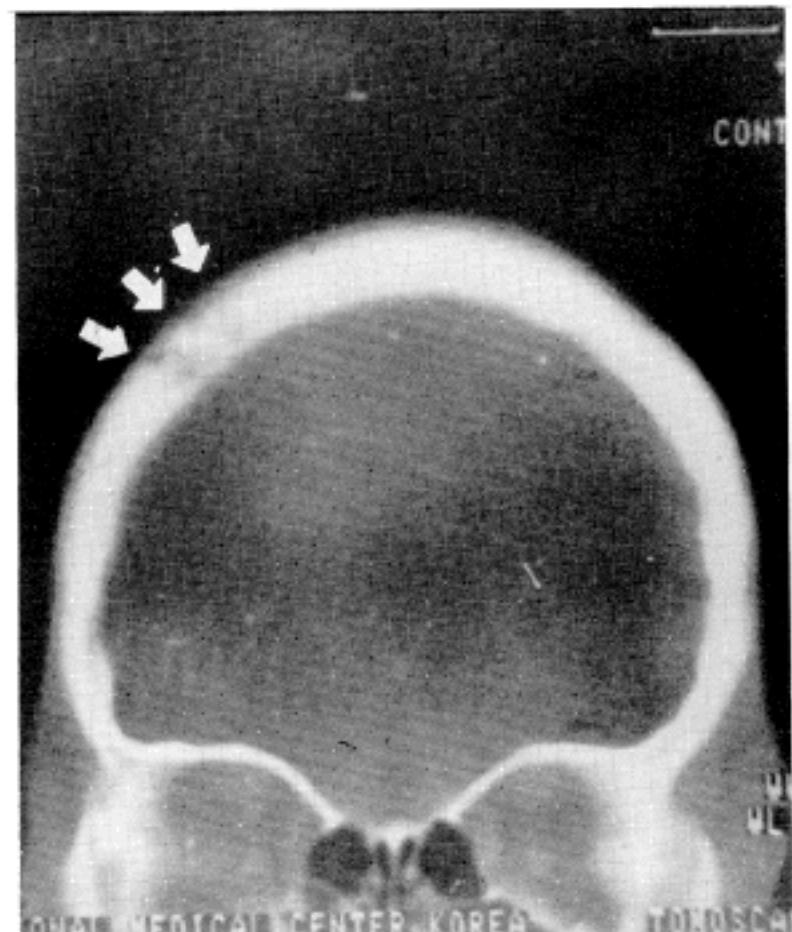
Brain CT shows single osteolytic lesion in the right frontal bone without intracranial involvement.
